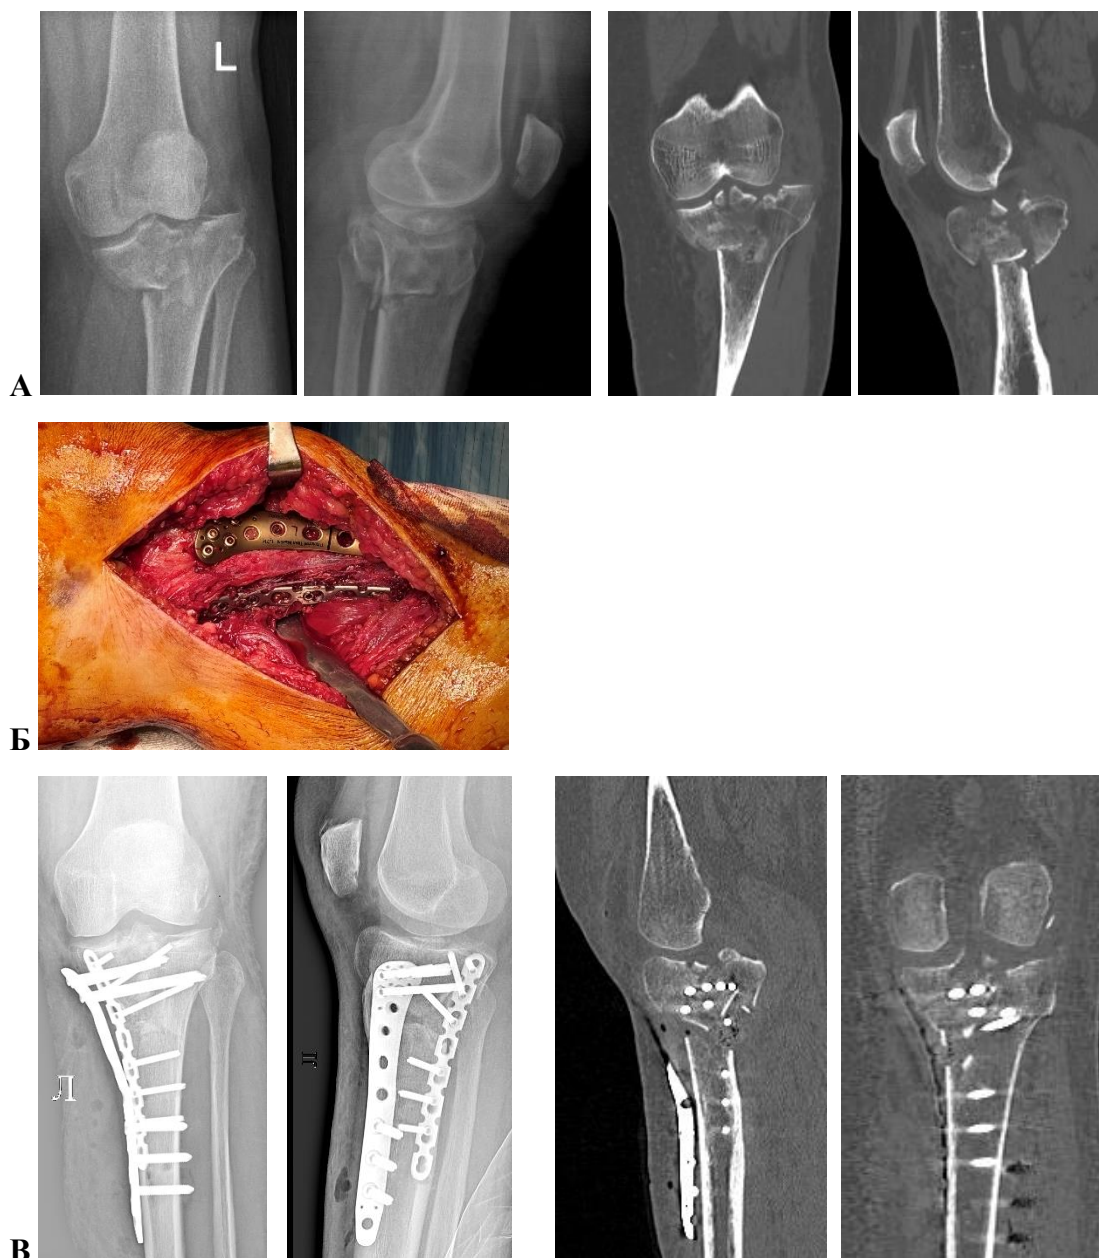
А – рентгенограммы и МСКТ-граммы оскольчатого перелома 5 подгруппы по S. M. Chang до операции; Б – интраоперационное фото хирургического доступа и расположения пластин; В – рентгенограммы и МСКТ-граммы на вторые сутки после операции
